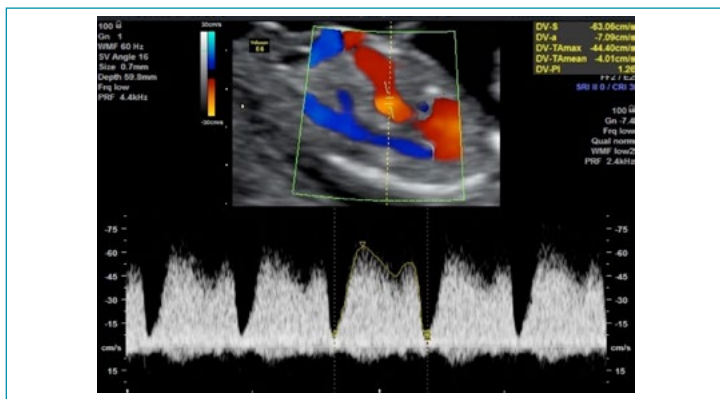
Corte sagital mediano do tórax e abdome fetal demonstrando a avaliação do ducto venoso. Observe o posicionamento da janela *Doppler* sobre a área de *aliasing*. Para cálculo do índice de pulsatilidade do ducto venoso, deve-se traçar manualmente uma onda de velocidade
